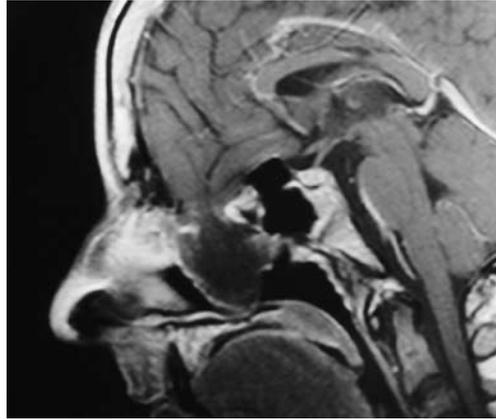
MRT-Bilder der Meningomyelocele in verschiedenen Projektionen
